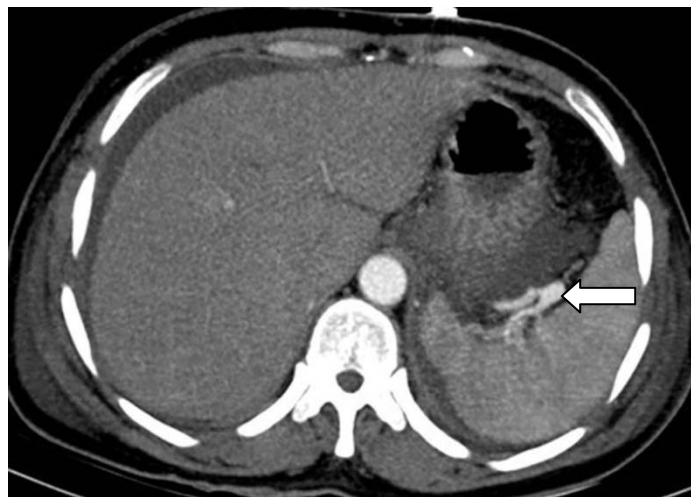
TDM avec injection du produit de contraste d'une patiente de 42 ayant une pancréatite aiguë sévère montrant un pseudo-anévrisme de l'artère splénique (flèche) [127].
